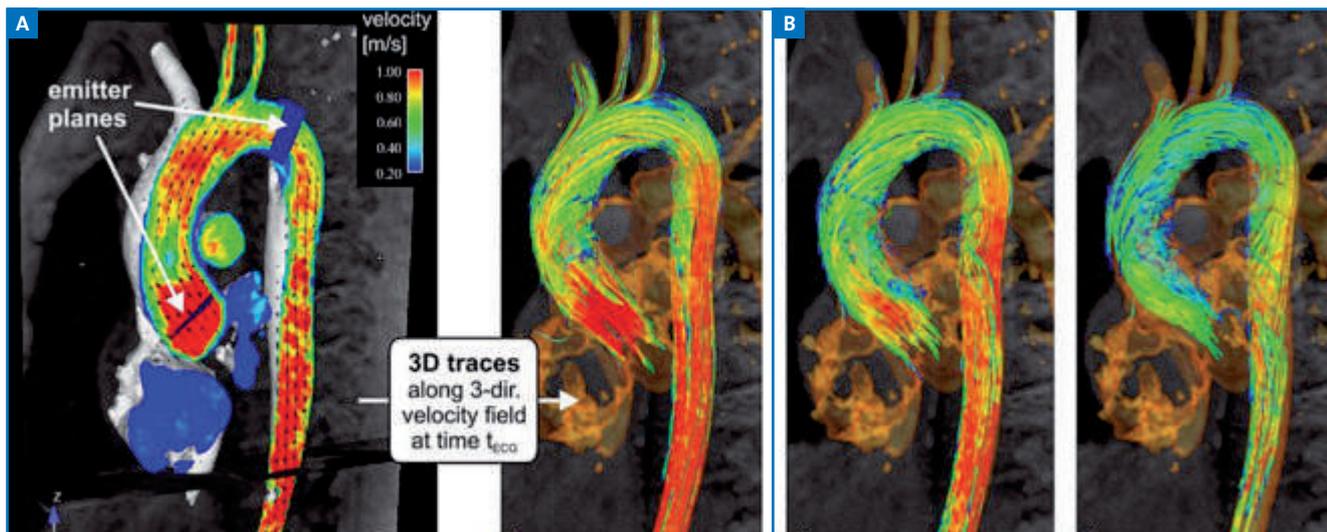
Aorte thoraco-abdominale obtenue par IRM avec post-traitement.
